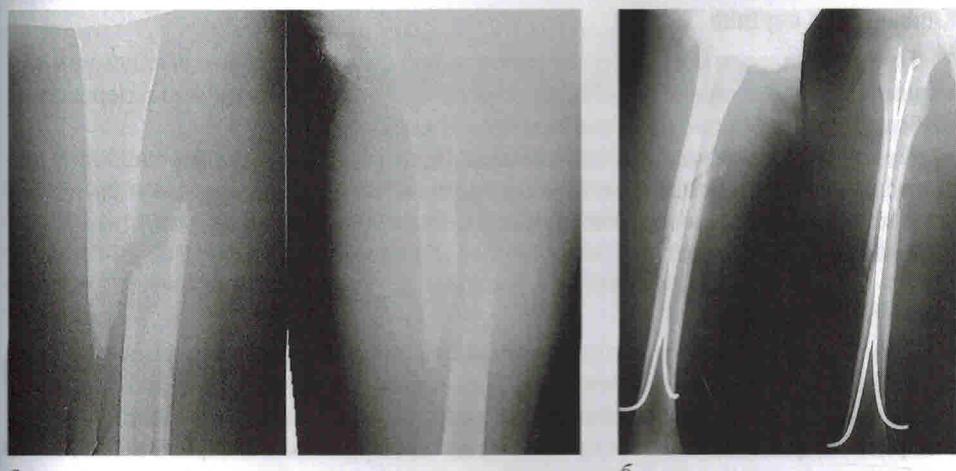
Рентгенограммы бедра ребенка 11 лет: *а* — снимки при поступлении, имеется диафизарный перелом со смещением отломков; *б* — контрольный снимок на этапах наблюдения, 3 нед с момента операции
